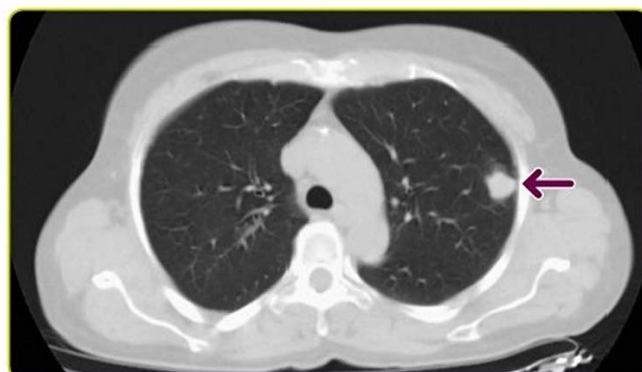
Nodulo polmonare solitario: TC dello stesso paziente.
